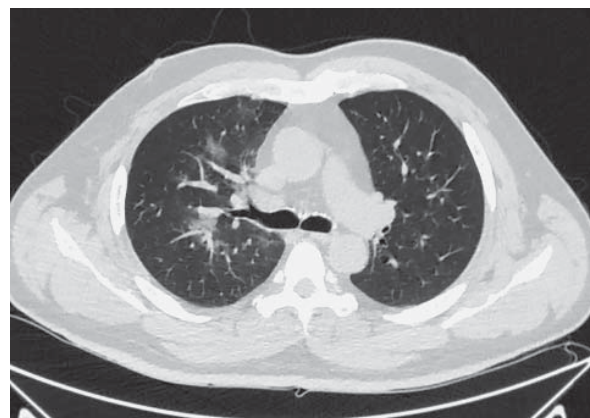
High resolution lung CT. Male, 60 years old. GGO areas are mainly located in the central part of the right lung.
